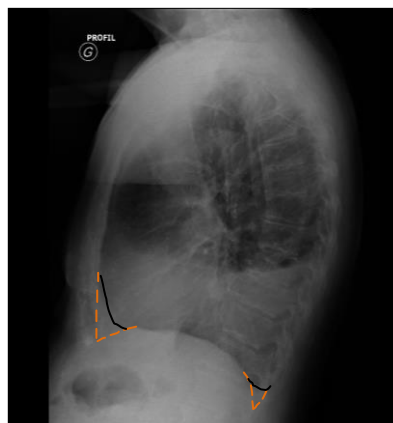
Radiographie de profil.
